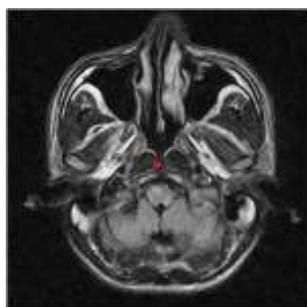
IRM Cérébrale montrant un infarctus cérébro-médullaire
